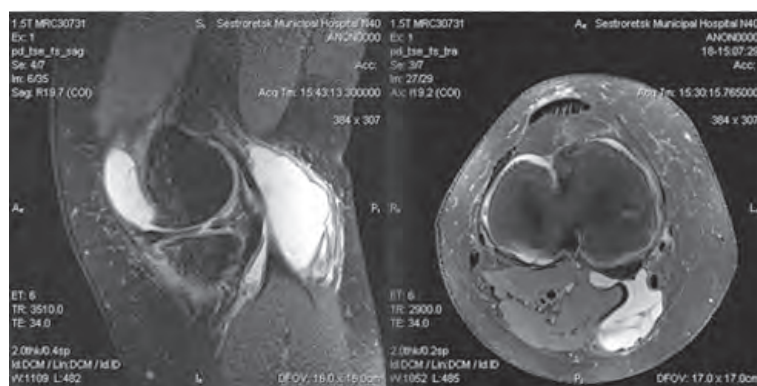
МРТ коленного сустава с визуализацией кисты Бейкера
